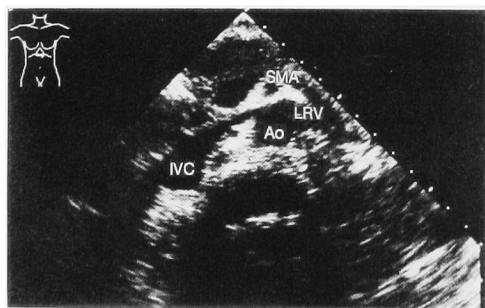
Ultrasonogram of the normal left renal vein in patient without hematuria. Ao; abdominal aorta, IVC: inferior vena cava, LRV; left renal vein, SMA; superior mesenteric artery.
